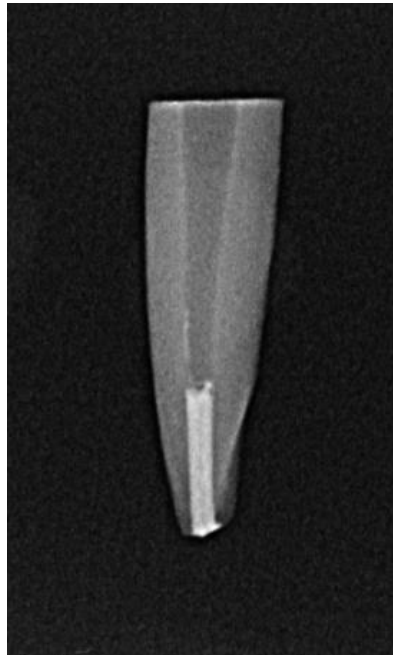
Imagem da radiografia periapical digital inicial do conduto preparado com 2/3 de desobstrução para cimentação do pino de fibra de vidro.
